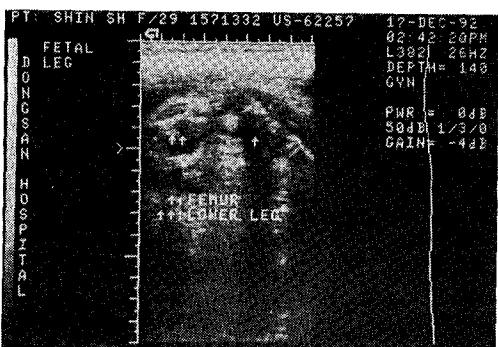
Ultrasonogram showing short femur.
